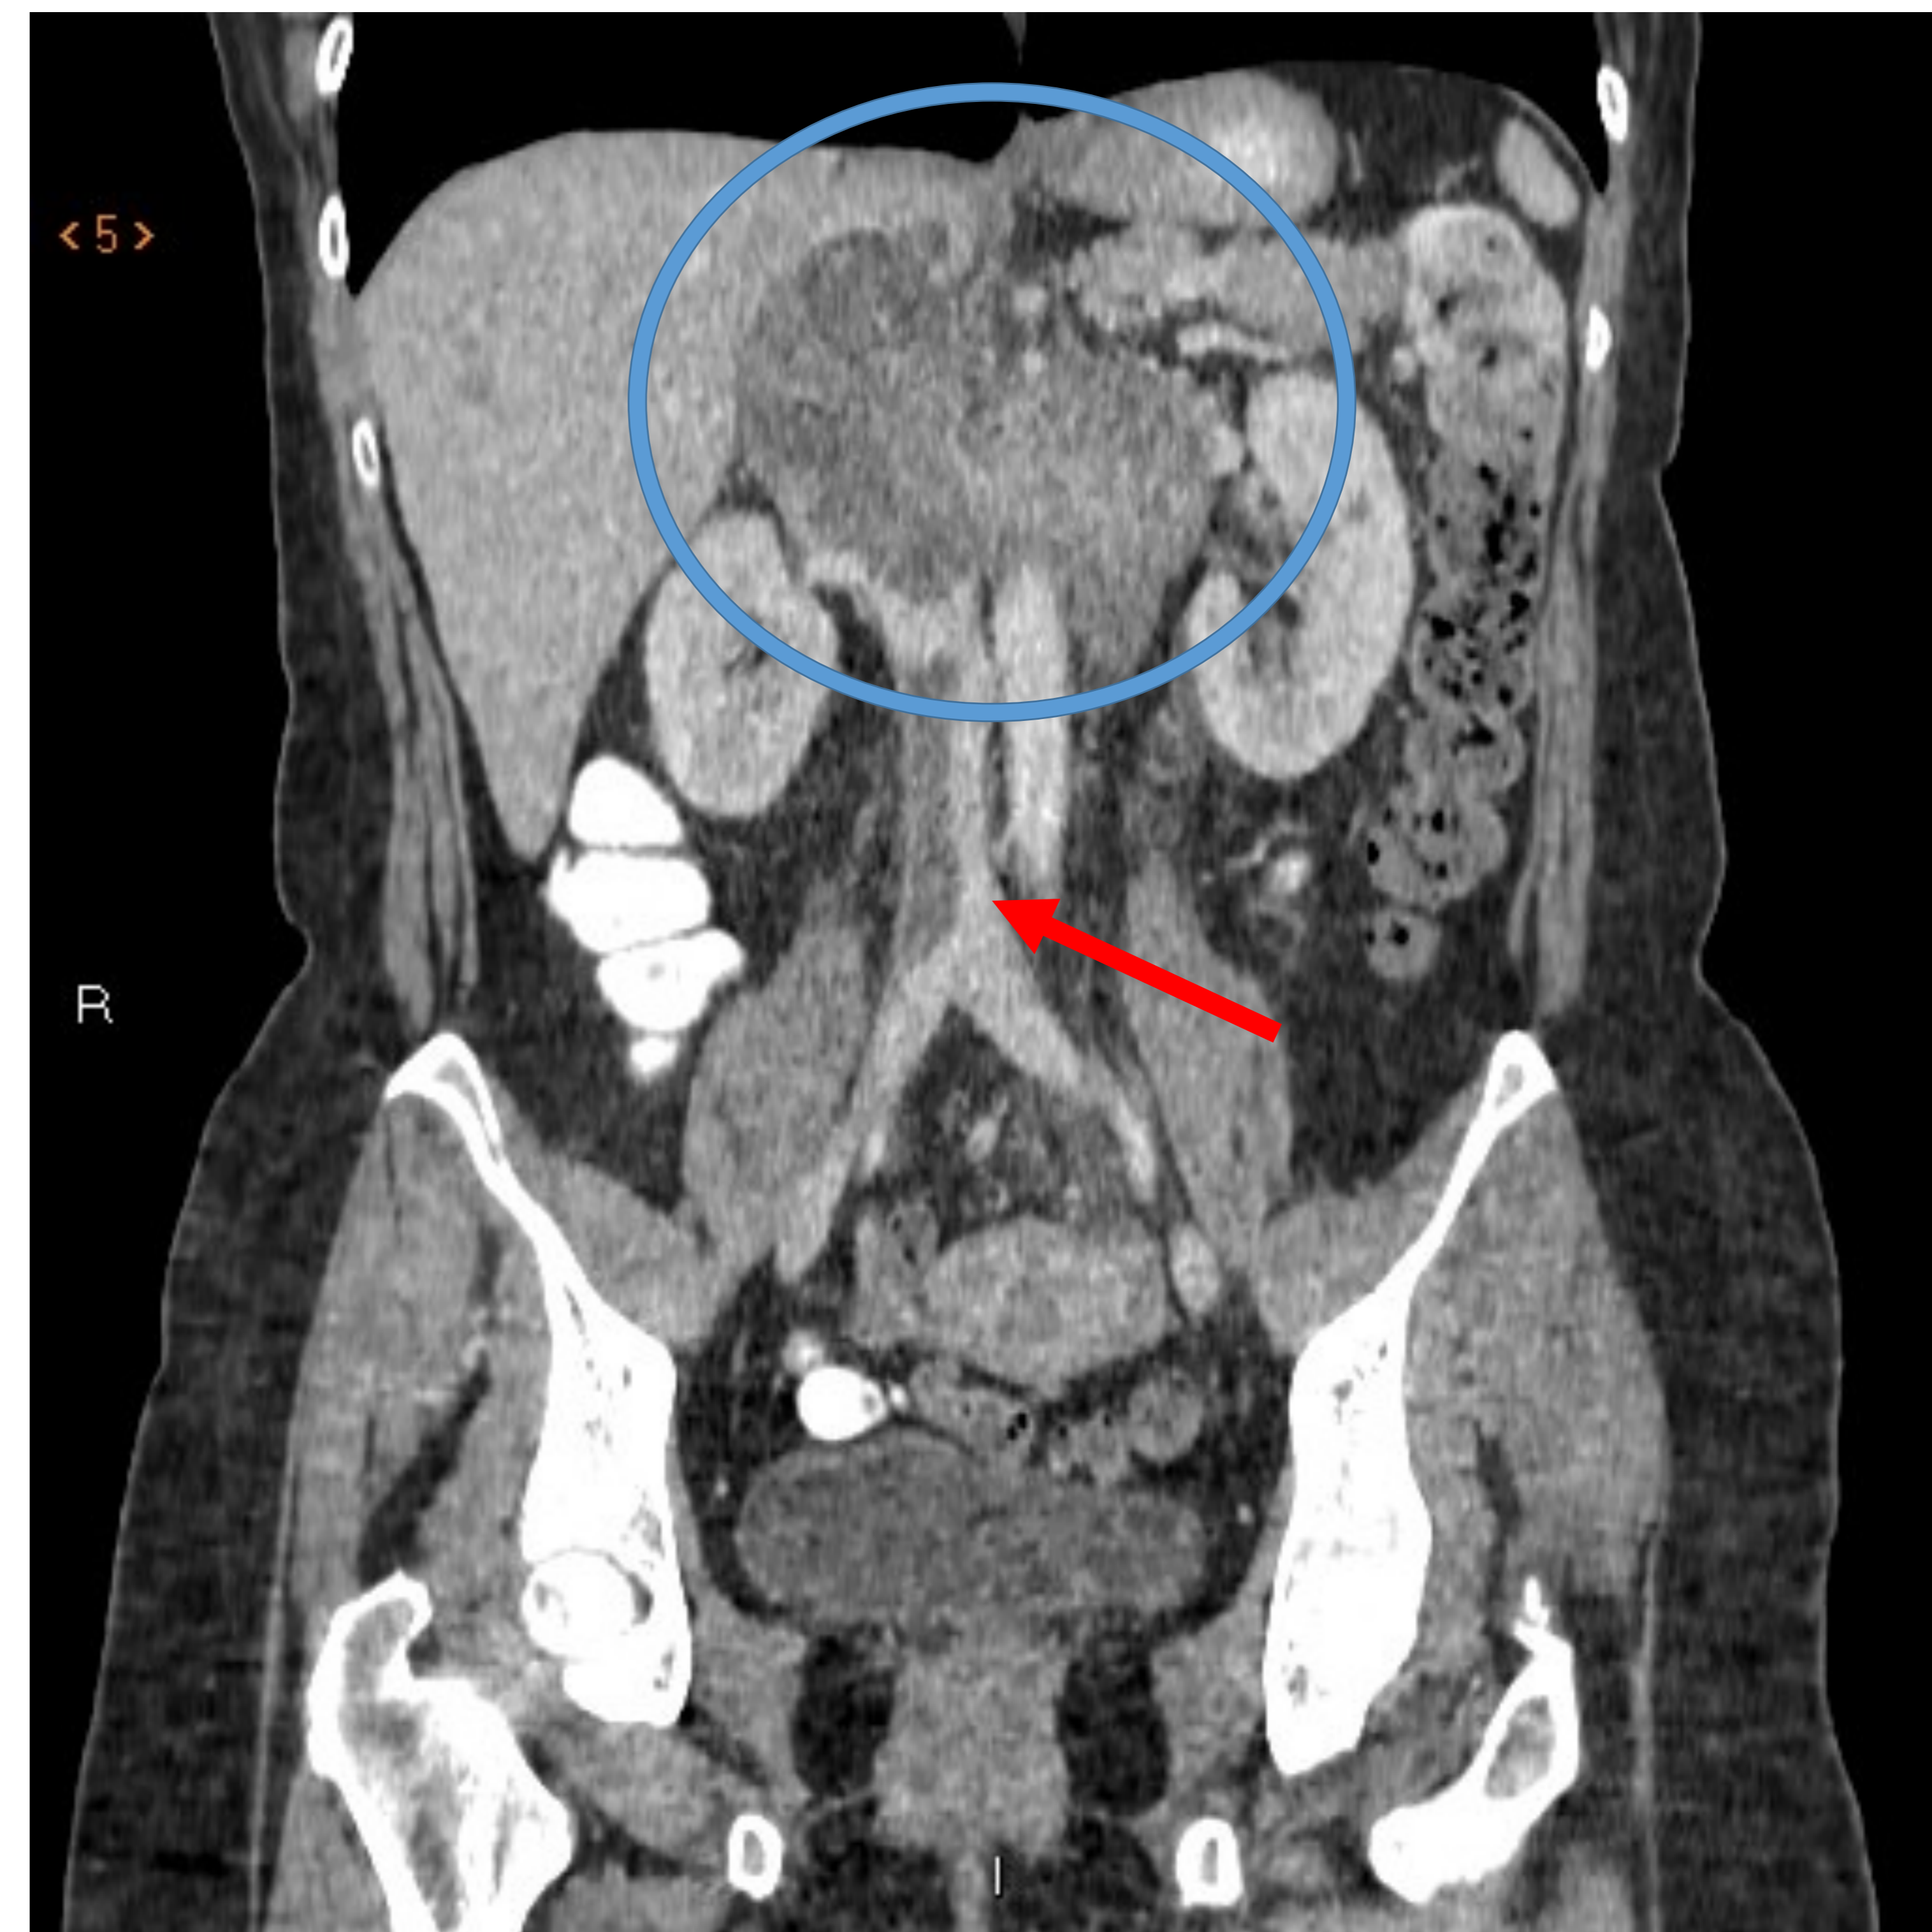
TC en cortes axiales (A,C) y coronal (B) correspondiente a una mujer de 49 años con (A,B) masa retroperitoneal de hasta 8,8 cm que presenta realce heterogéneo y áreas quísticas en su interior (círculo). Muestra extensión a la vena cava inferior y vena renal izquierda (flechas rojas).
